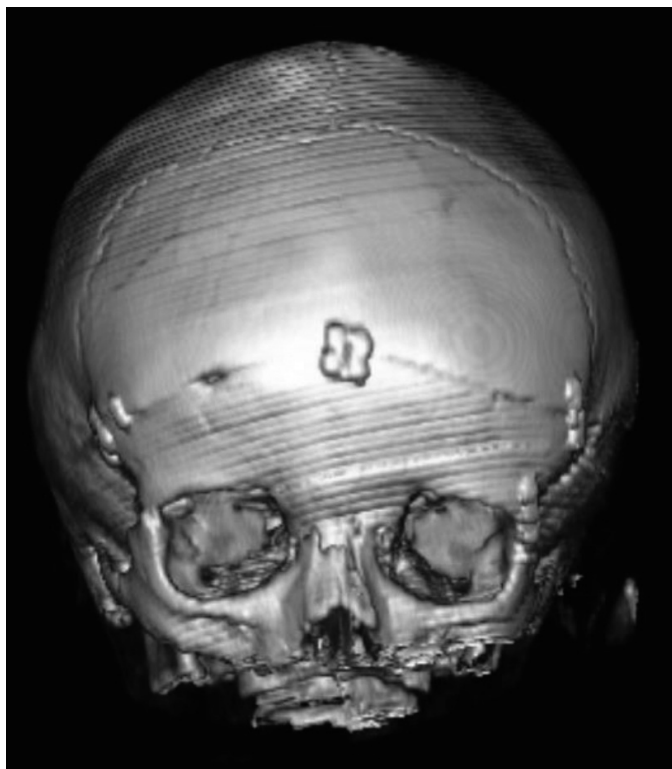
КТ. 3D зображення. Після лікування. Фронтальна проєкція.
